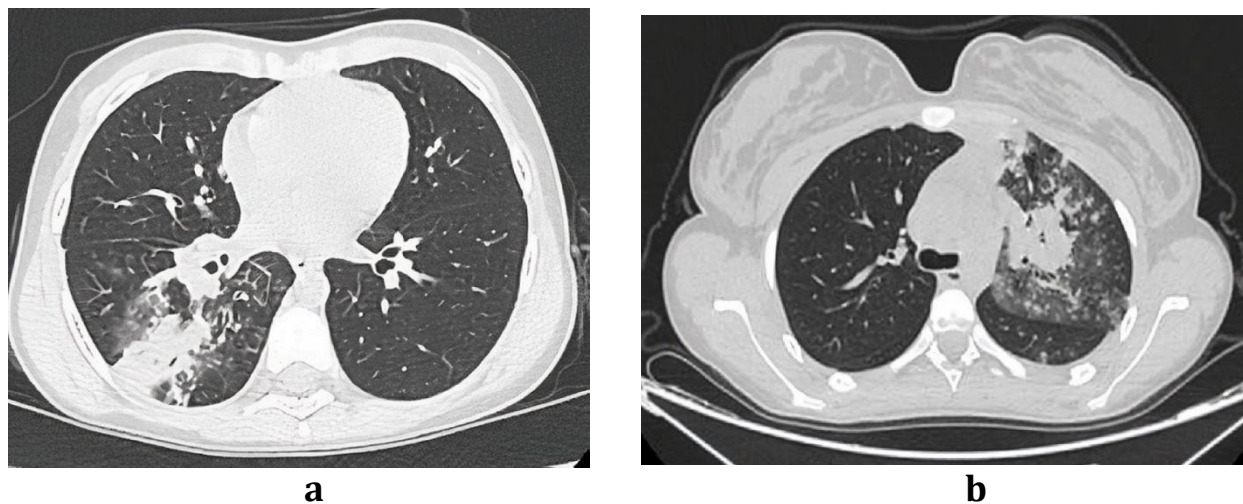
Possible diagnoses of the patients based on CT findings
